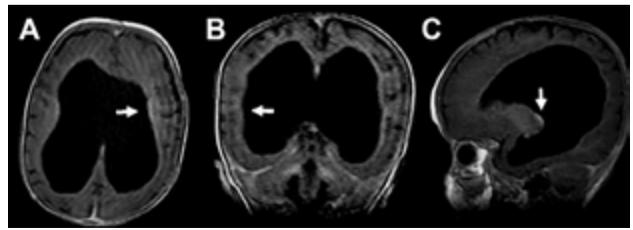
RM de encéfalo prequirúrgica: A) corte axial, B) coronal y C) sagital, ponderado en T1 con contraste. Se observa dilatación del sistema ventricular, ausencia de septum pellucidum, adelgazamiento de sustancia blanca periventricular y cuerpo calloso, con realce endimario compatible con ventriculitis (flecha).
